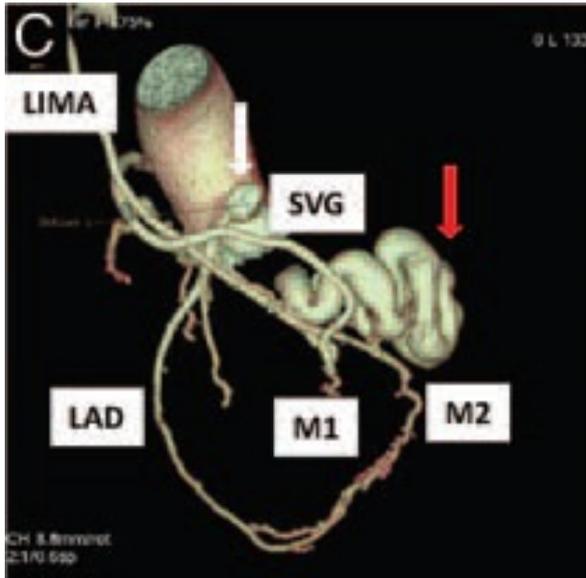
Immagine TAC post-intervento.
